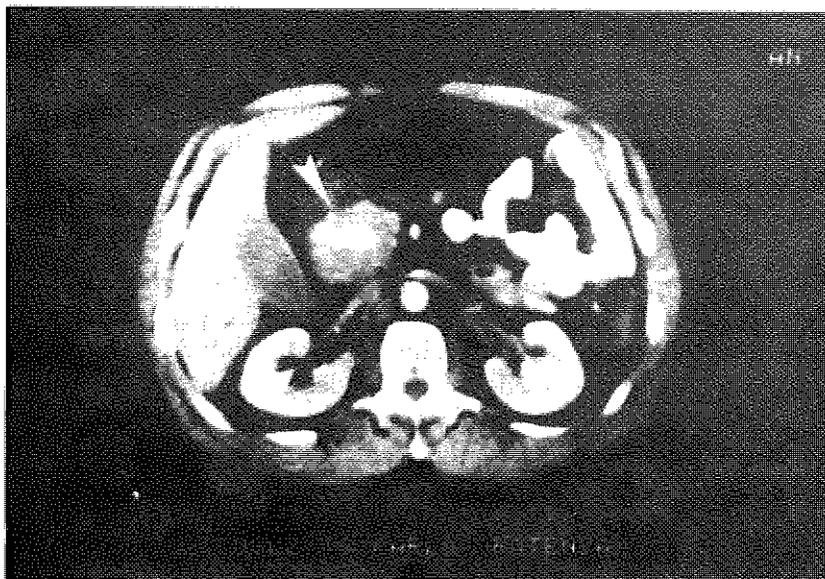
TAC. Voluminosa neoplasia della testa pancreatica. Idrope della colecisti.
